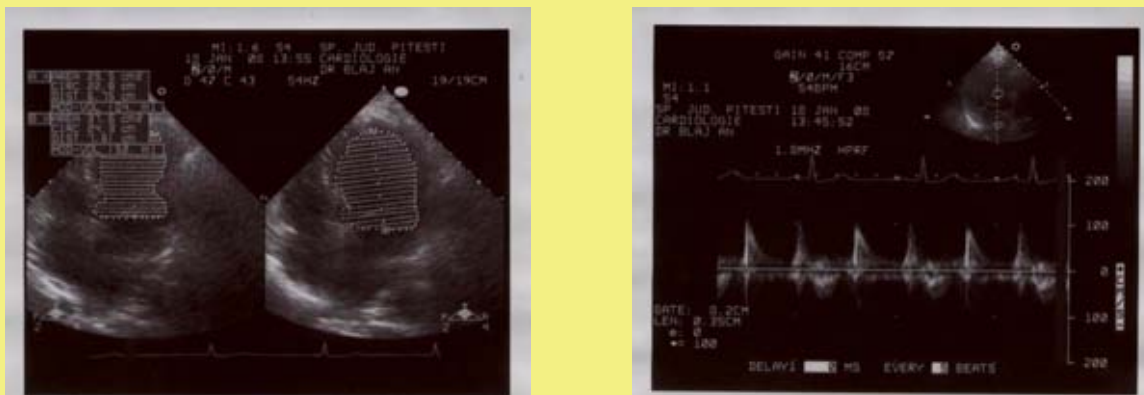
Ecocardiografia la internare
